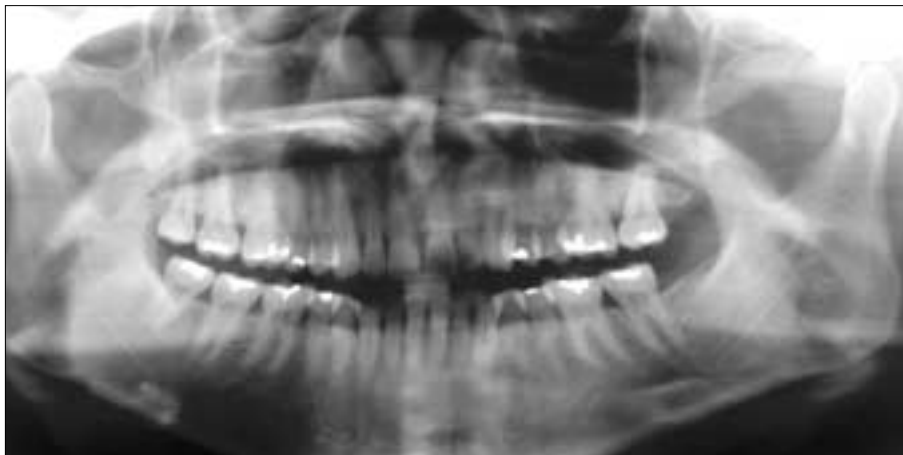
Preoperative panoramic radiograph. There is no evidence of synovial chondromatosis.
